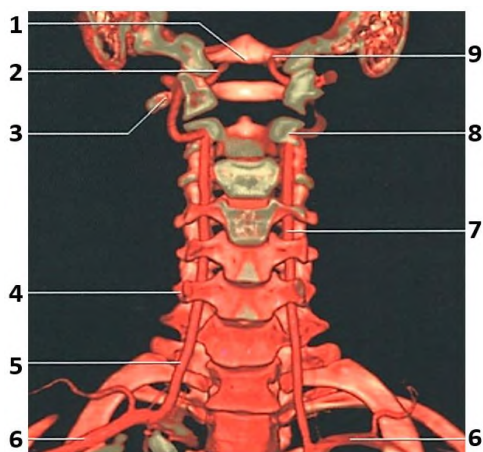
Трехмерная реконструкция визуализации экстракраниальных сегментов позвоночной артерии (*a. vertebralis*) с помощью компьютерной томографической ангиографии (КТА, КТ-ангиография):
